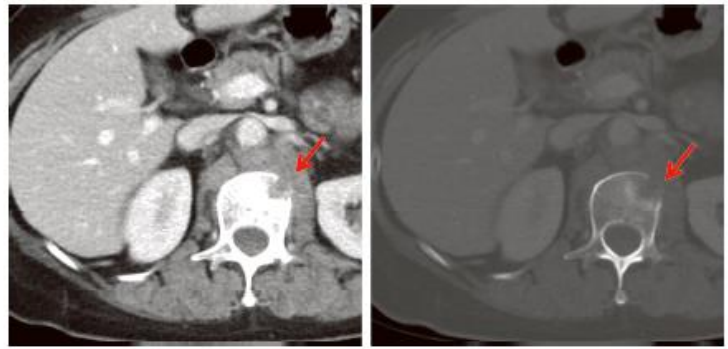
CTでは腰椎に小さな骨欠損像が確認できる。骨条件でより明瞭に描出。
